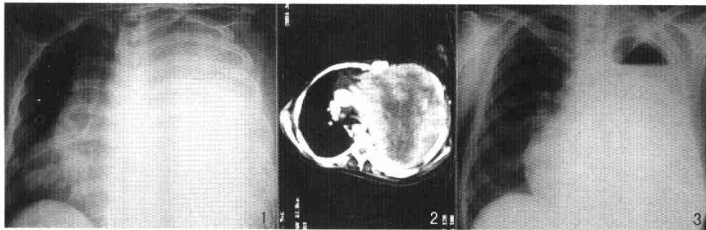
本例术前X线胸片示肿瘤占满左侧胸腔, 纵膈和气管明显右移, 右心缘已贴近右胸壁 图2 术前CT示左侧胸腔肿瘤膨胀性生长, 胸廓明显外凸, 肿瘤中间大面积坏死, 纵径最大32cm 图3 术后3个月, 右肺大小正常, 纵膈居中
